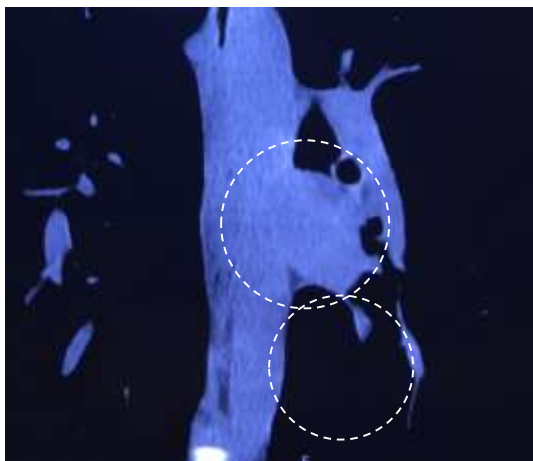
КТ пациентки А., 27 лет. Киста обведена пунктиром.
